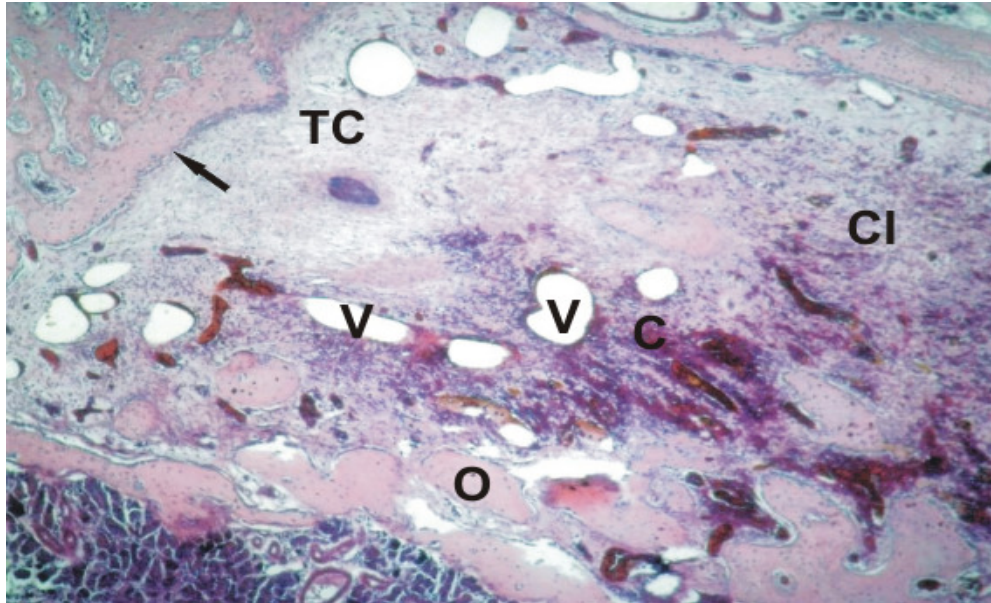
Fotomicrografia de porção do terço apical alveolar do grupo IIC. O trabeculado ósseo apresenta-se em desenvolvimento (O), mais espesso e delimitado por camada osteoblástica em franca atividade (seta). Na região central do alvéolo intensa invasão vascular (V), tecidos conjuntivos maduro (TC) e imaturo (CI), bem como, focos resquiciais de coágulo em reabsorção (C). Coloração HE. Aumento:  $\pm 56X$ .
